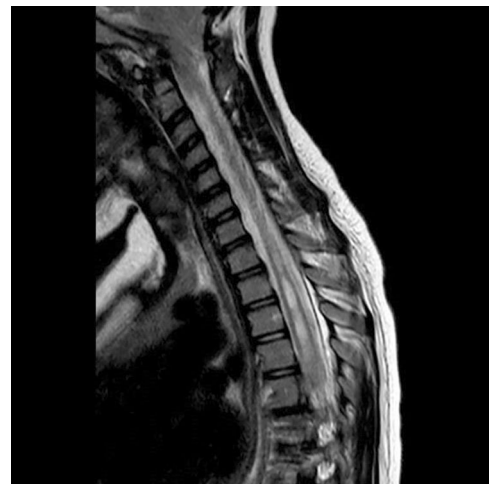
Resonancia magnética nuclear: corte sagital en el cual se evidencia la siringomielia asociada.
